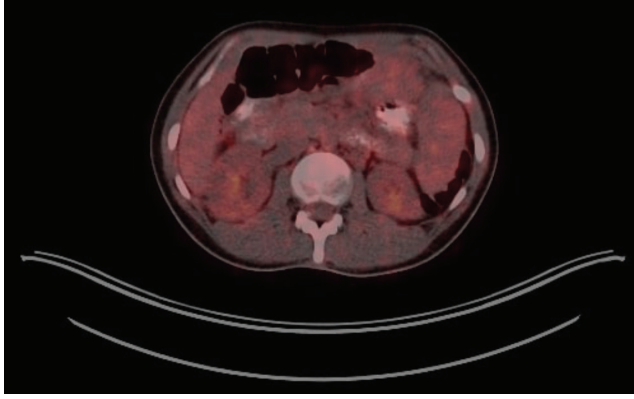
Tedavi öncesi F-18 FDG PET/BT'de abdomen ve pelviste mezenterik yağlı planlar ve peritoneal yüzeylerde hipermetabolik heterojen yumuşak doku dansiteleri, transaksiyel (a) ve MIP (b) görüntüleri
